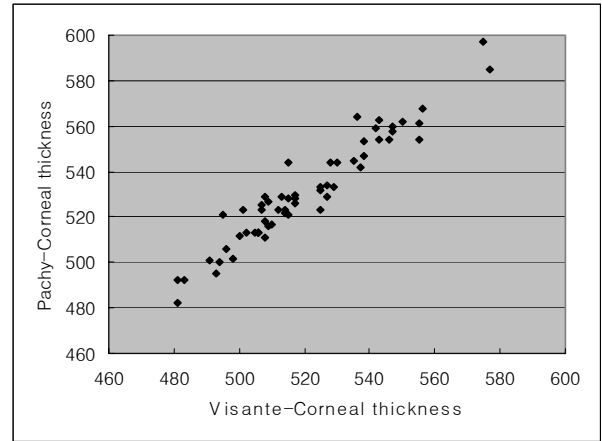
Scattergram showing the correlation between the preoperative central corneal thickness by ultrasound pachymetry and the preoperative central corneal thickness by OCT.
